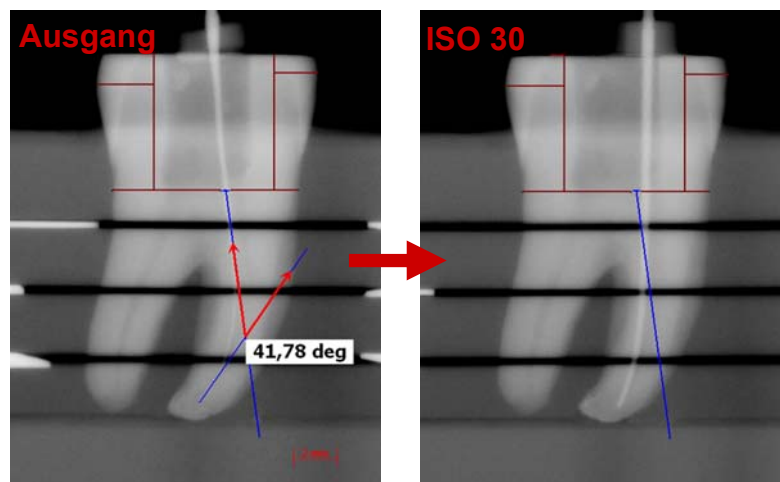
Beispiel für die Festlegung und Übertragung der Referenzlinien. Links: In der präoperativen Röntgenaufnahme mit der Bestimmung des ursprünglichen Krümmungswinkels werden individuelle Referenzlinien gezogen (braun), die zwischen charakteristischen Punkten verlaufen. Anschließend werden diese mit der koronalen Wurzelkanalachse (blau) in die Aufnahme nach Aufbereitung bis ISO 030 kopiert und identisch zu der Ausgangssituation an den Punkten ausgerichtet (rechts).
